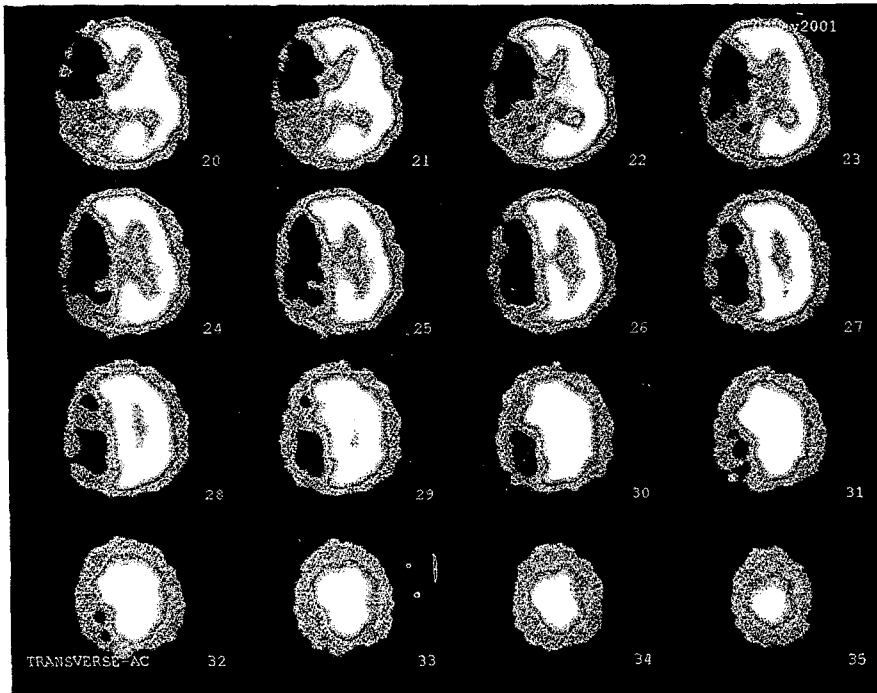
^{99m}Tc-HMPAO SPECT images obtained 10days after the ictus:
